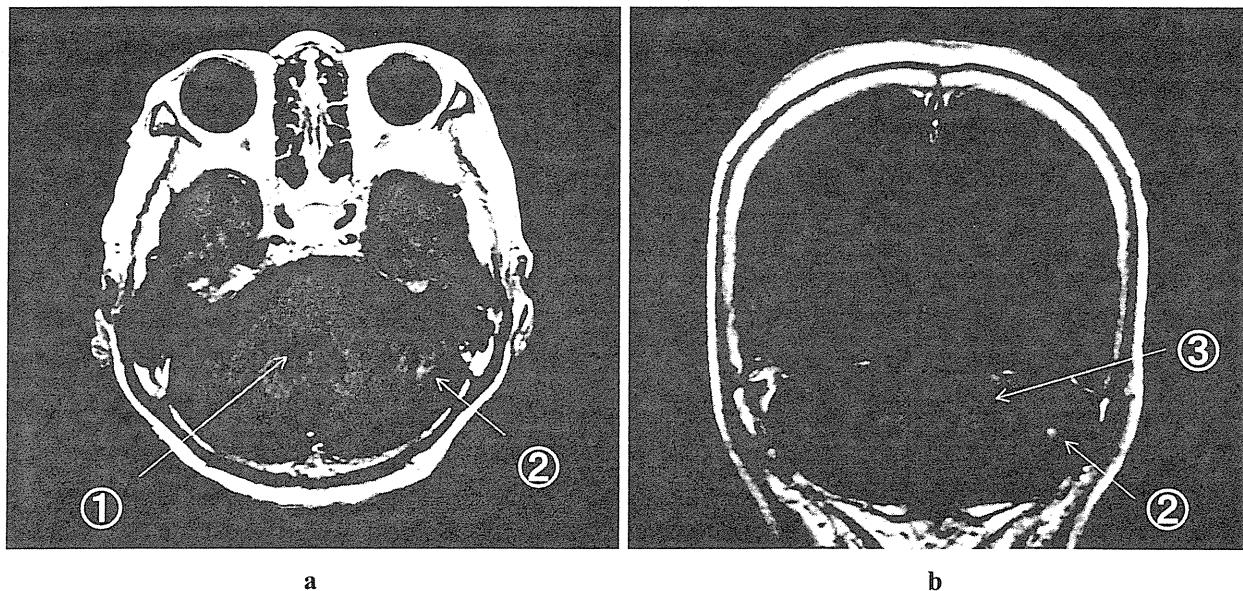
頭部Gd-MRI T1強調画像 ベバシズマブ+パクリタキセル療法1コース終了後
